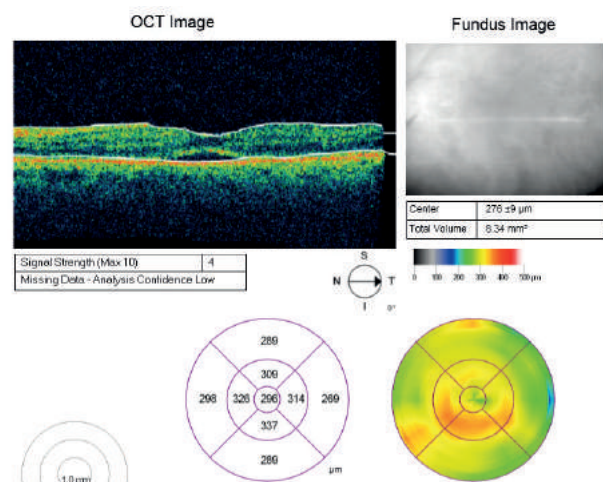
Знімок оптичної когерентної томографії пацієнта з II-ої групи, 6-ий місяць спостережень
